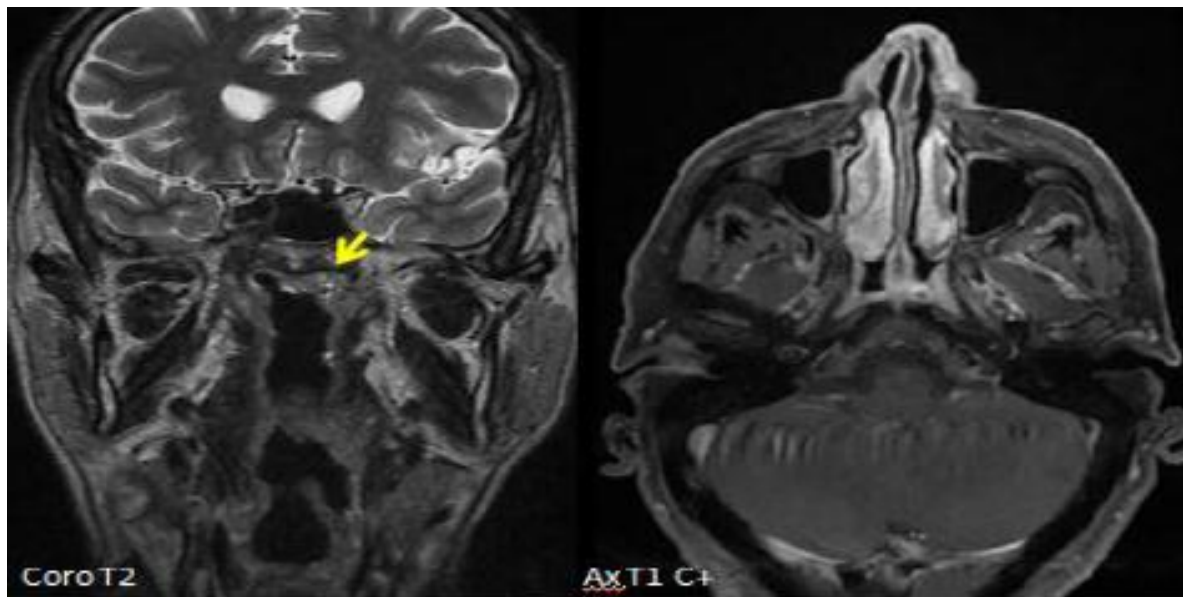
IRM du cavum objectivant la présence d'un épaissement de la paroi supéro latérale gauche du cavum bien limité sans extension loco régionale classé
